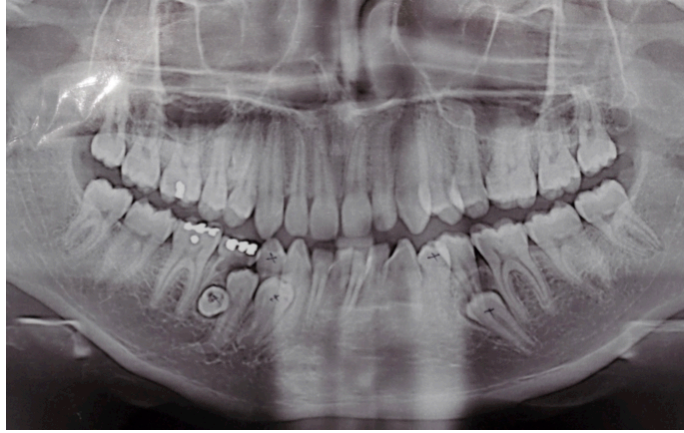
Ortopantomografía en la que se observan múltiples órganos supernumerarios. Fuente: propia
